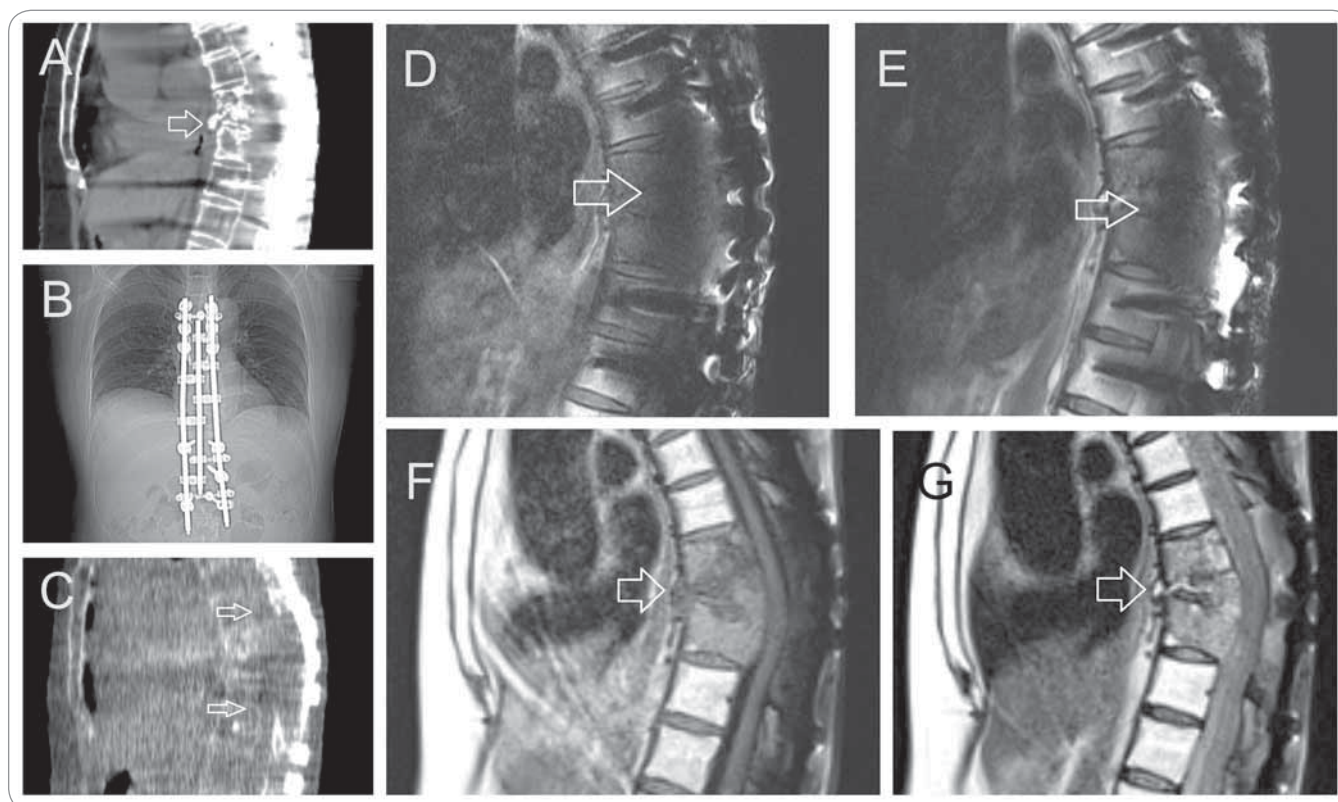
A 57-year-old woman with recurrent spinal metastasis from thyroid cancer after surgical fixations and conventional radiation therapy. A) A sagittal reformatted CT scan of the thoracolumbar spine. The spinal cord is not clearly depicted due to metal artifacts. The 12th thoracic vertebra is resected (arrow) and osteolytic lesions can be seen in the 11th thoracic and the 1st lumbar vertebrae. B) Coronal scout CT shows multiple metal fusion devices (arrows), but the soft-tissue contrast was reduced and the spinal cord could not be visualized. C) A sagittal reformatted megavoltage CT scan significantly reduced artifacts around the metal devices (arrows), but the soft-tissue contrast was reduced and the spinal cord could not be visualized. D) Sagittal T1-weighted turbo spin echo image of the thoracolumbar spine at 3T was unable to depict the spinal cord due to susceptibility artifacts (arrow) (repetition time/echo time = 550 msec / 10 msec, flip angle = 150°, bandwidth = 280 Hz, voxel size = 0.6 × 0.6 × 5.0 mm, echo train length = 3, field of view = 559 × 559 mm). E) Sagittal T2-weighted turbo spin echo image of the thoracolumbar spine at 3T was unable to depict the spinal cord due to susceptibility artifacts (arrow) (repetition time/echo time = 3,000 msec / 90 msec, flip angle = 120°, bandwidth = 295 Hz, voxel size = 0.6 × 0.6 × 5.0 mm, echo train length = 24, field of view = 559 × 559 mm). F) Sagittal T1-weighted turbo spin echo image of the thoracolumbar spine at 0.35T clearly depicts the tumor (arrow) and the spinal cord (repetition time/echo time = 558 msec / 7.8 msec, flip angle = 120°, bandwidth = 296 Hz, voxel size = 1.3 × 1.3 × 5.0 mm, echo train length = 3, field of view = 320 × 320 mm). G) Sagittal T2-weighted turbo spin echo image of the thoracolumbar spine at 0.35T clearly depicts the tumor (arrow) and the spinal cord. (repetition time/echo time = 3,060 msec / 78 msec, flip angle = 60°, bandwidth = 543 Hz, voxel size = 1.4 × 1.4 × 5.0 mm, echo train length = 1, field of view = 292.5 × 360 mm).
